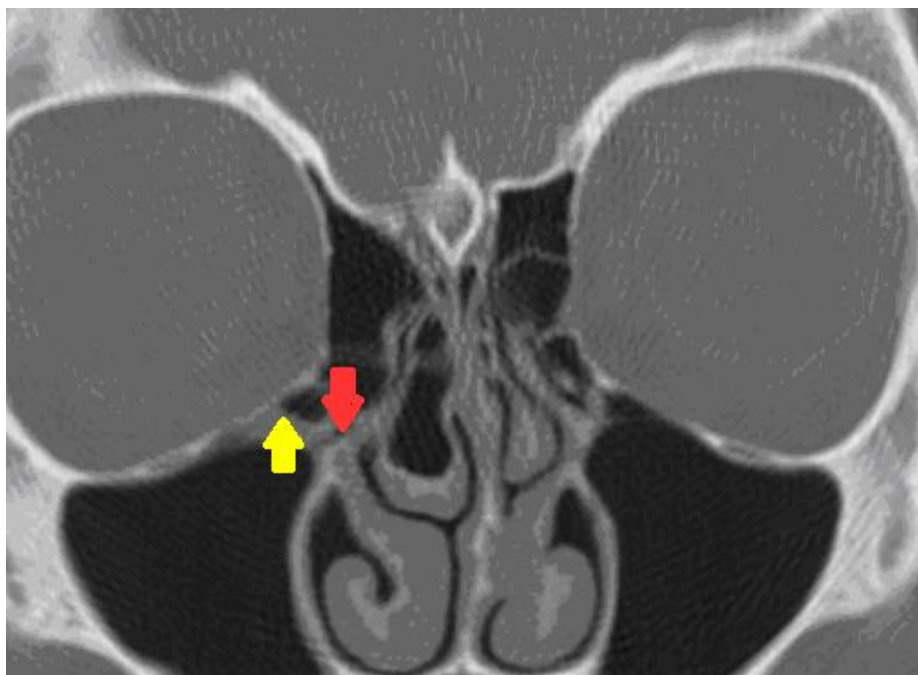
СКТ Коронарна реконструкція. Наявність клітини Галлера (Позначено жовтим) та область півмісяцевого розтвору (позначено червоним). *Concha bullosa* зліва .
